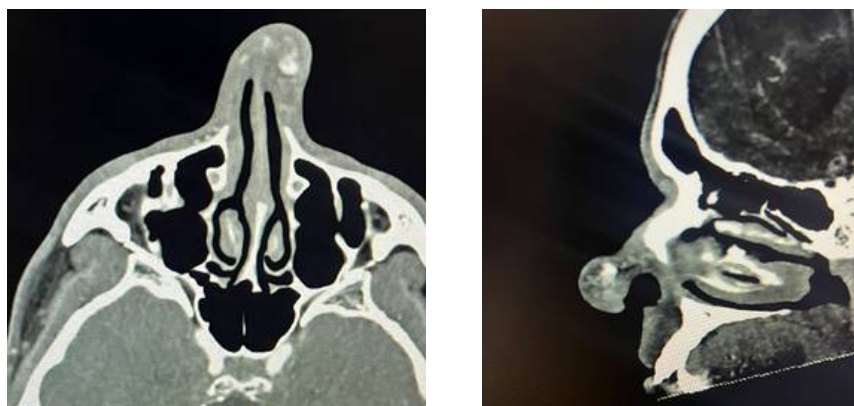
Angiotomografía en fase arterial corte axial y coronal en donde se identifica dependencia vascular de tumoración nasal previamente descrita.
